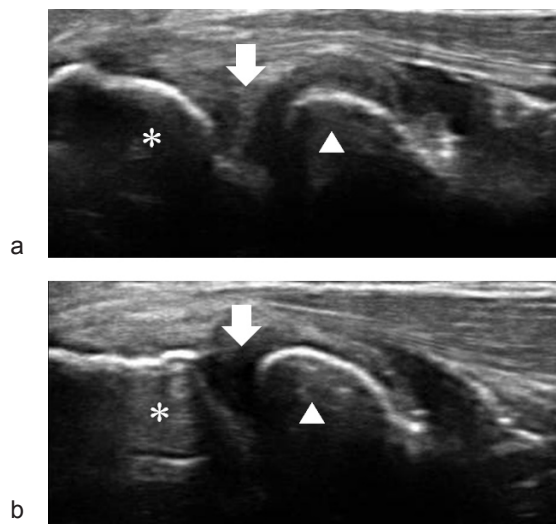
エコー (* : 小頭, ▲ : 橈骨頭)
